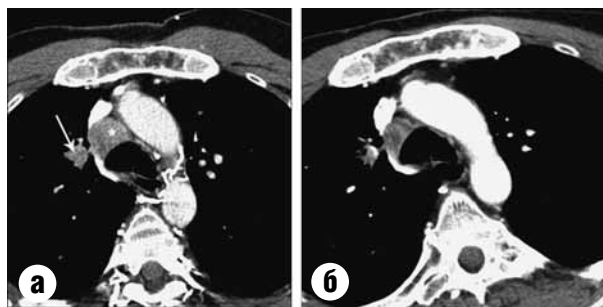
МСКТ органов грудной клетки больного Е. (мягкотканый режим). Медуллярный рак щитовидной железы с метастазами в лимфоузлы средостения. МСКТ до (а) и после (б) терапии. Частичная регрессия опухоли.
